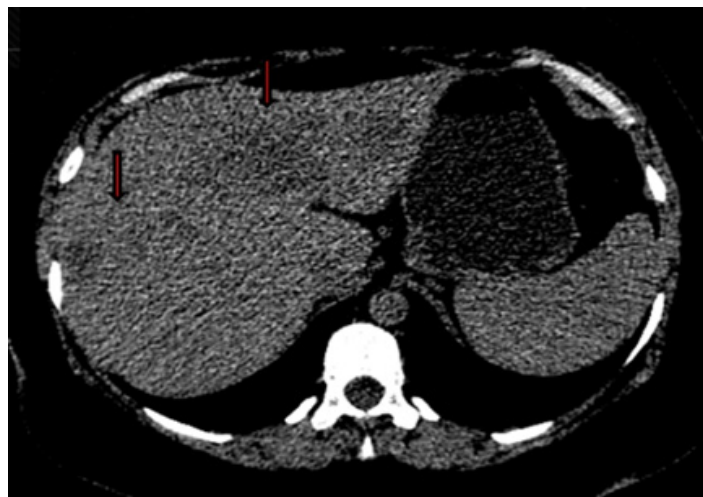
TC de hígado (sin contraste).
